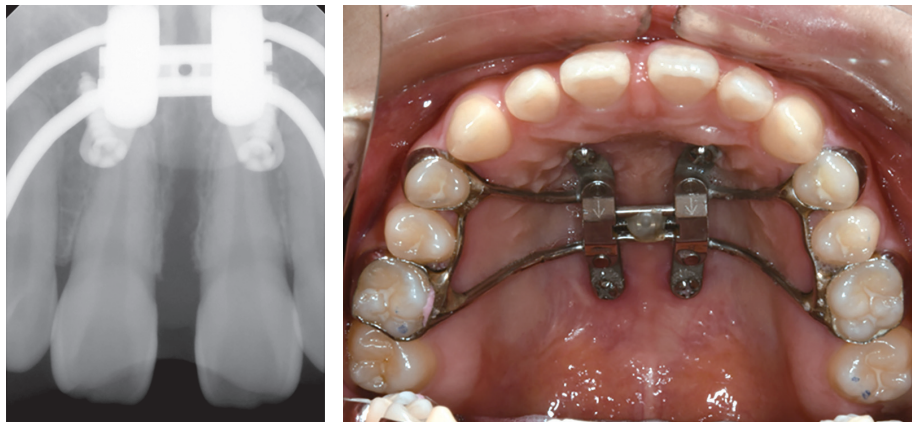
Maxillary anterior periapical radiograph after suture opening and intraoral photograph after a consolidation period.
